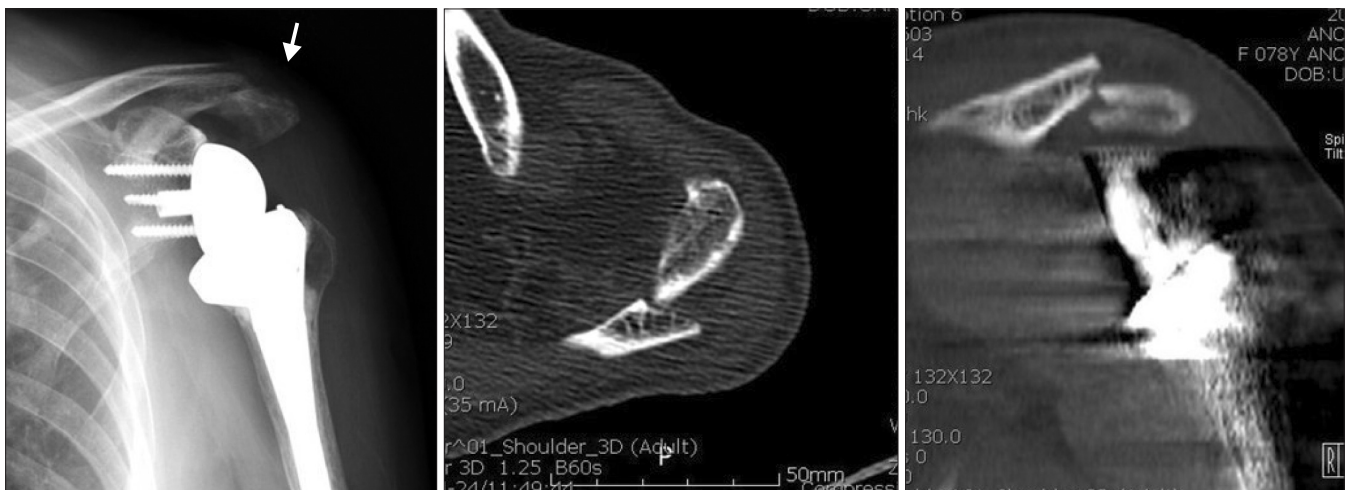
Acromion fracture. A 77-year-old female patient complained of severe shoulder pain at postoperative 2 years. X-ray and computed tomography scan showed a complete acromion fracture. Acromial fracture was shown on X-ray (arrow).
